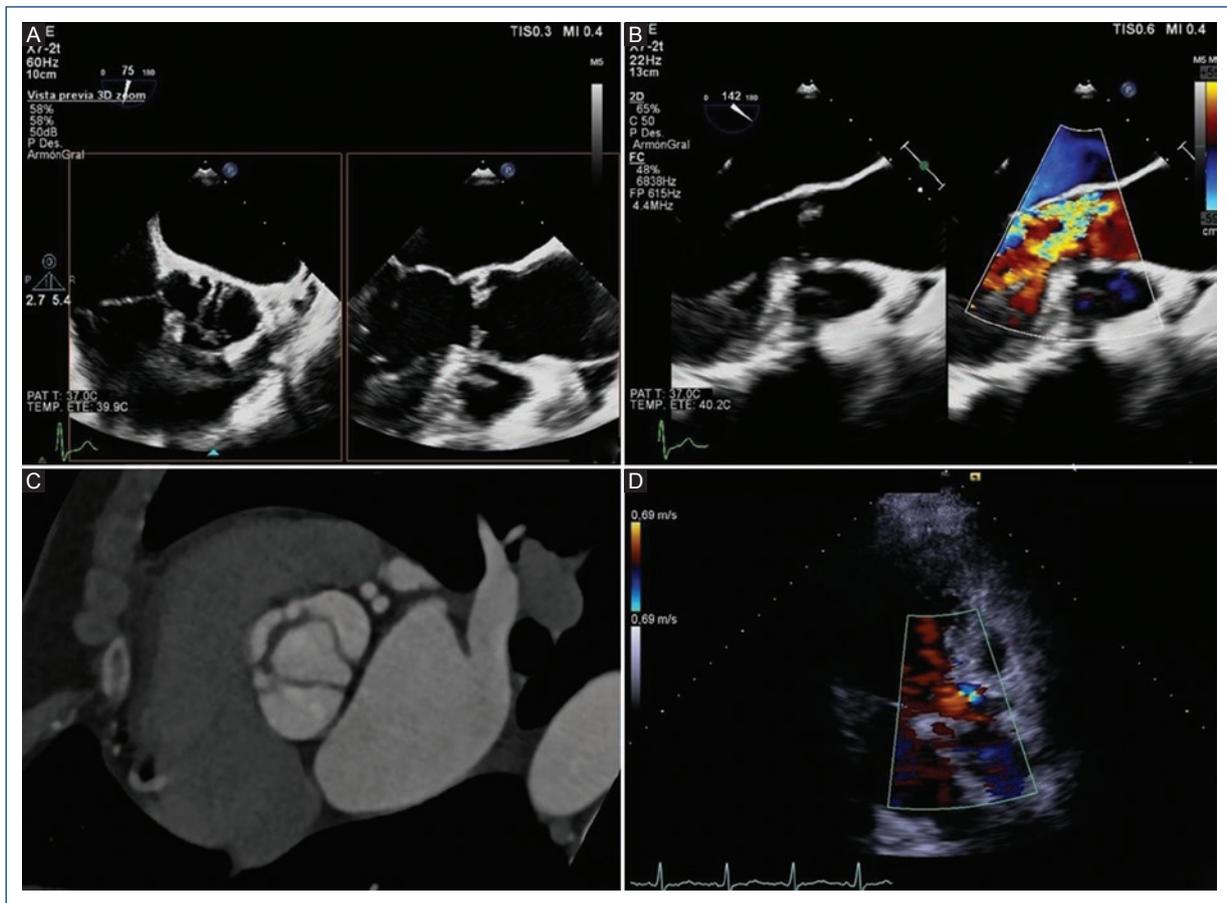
(A) and (B) Transoesophageal echocardiogram showing unicuspid aortic valve with severe regurgitation. (C) Cardiac, computed tomography: unicuspid aortic valve. (D) Transthoracic echocardiogram showing mild aortic regurgitation immediately after surgery.
